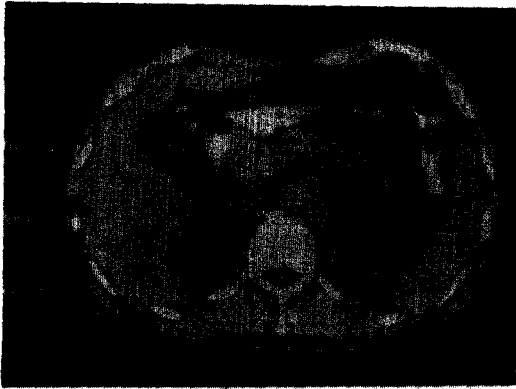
CT shows a cystic mass in pancreas head portion and the pancreas shows diffusely nodular irregularity.
